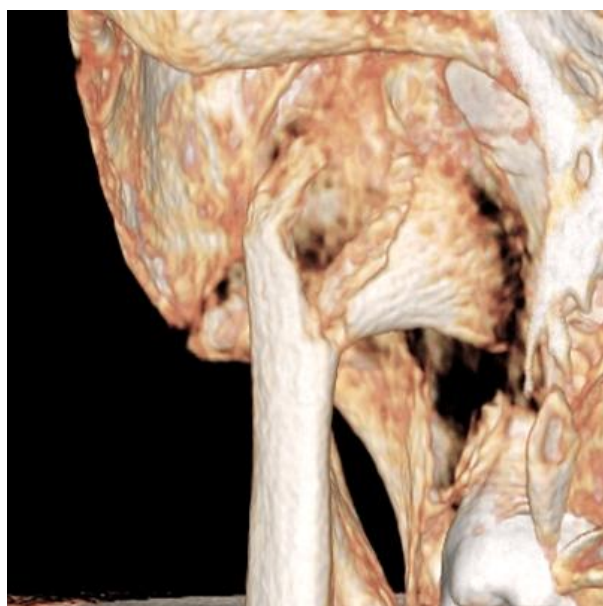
3Д томографии отмечается: перелом мыщелкового отростка нижней челюсти внутри суставной капсулы с вывихом
